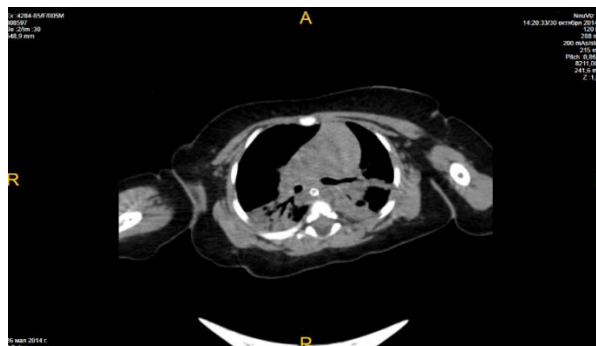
СКТ органов грудной клетки ребенка А., 5 мес.
